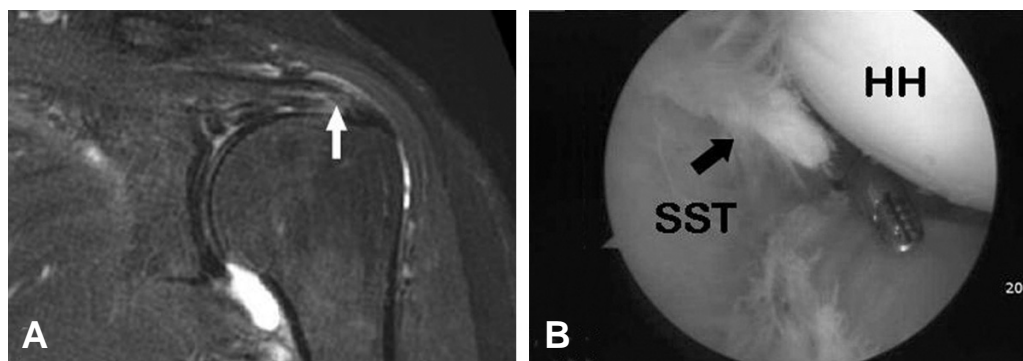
(A) Preoperative T2-weighted coronal magnetic resonance imaging demonstrated a partial articular side tear of the rotator cuff(white arrow). (B) Posterior view of the partial articular side tear(black arrow) in a left shoulder with the patient in lateral decubitus position. HH; humeral head, SST; supraspinatus tendon.
